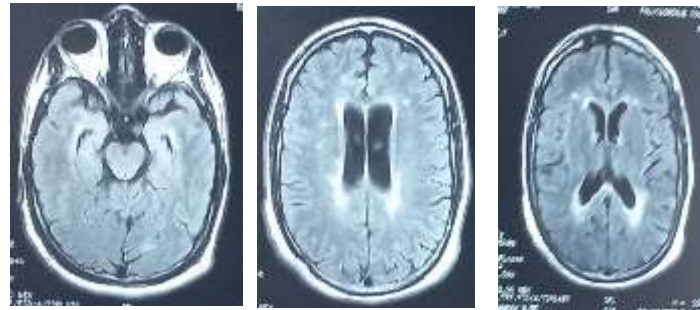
IRM encéphalique en coupe axiale séquence FLAIR montrant des lésions de démyélinisation périventriculaire compatibles avec une SEP
